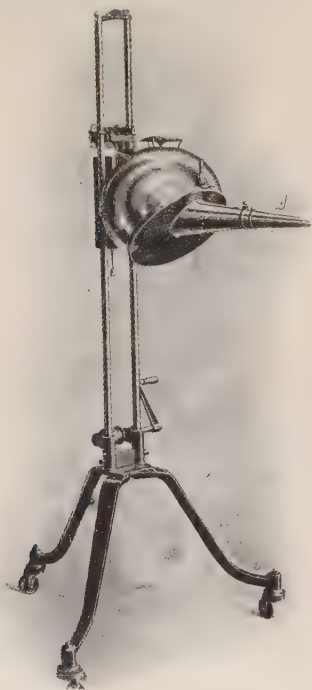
Ultrasonne nach Dr. Landecker-Steinberg
